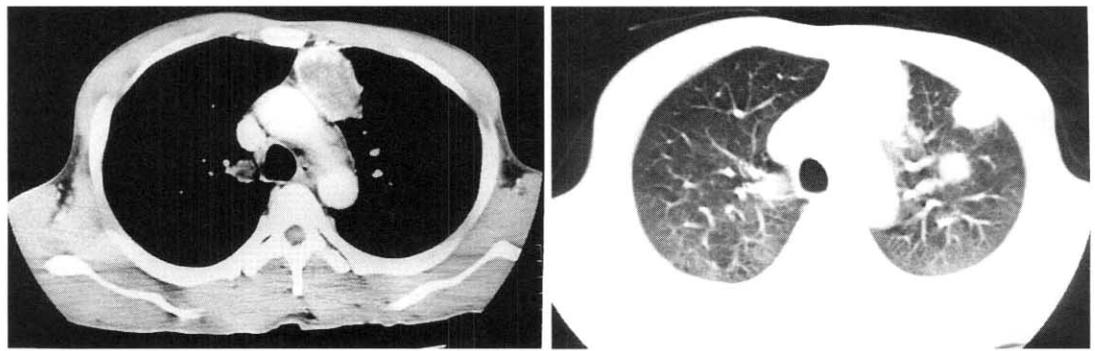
Chest CT shows multiple variable sized, pulmonary nodules in both lungs with central low density and peripheral rim-like enhancement. Slightly enlarged mediastinal lymph nodes are noted.
